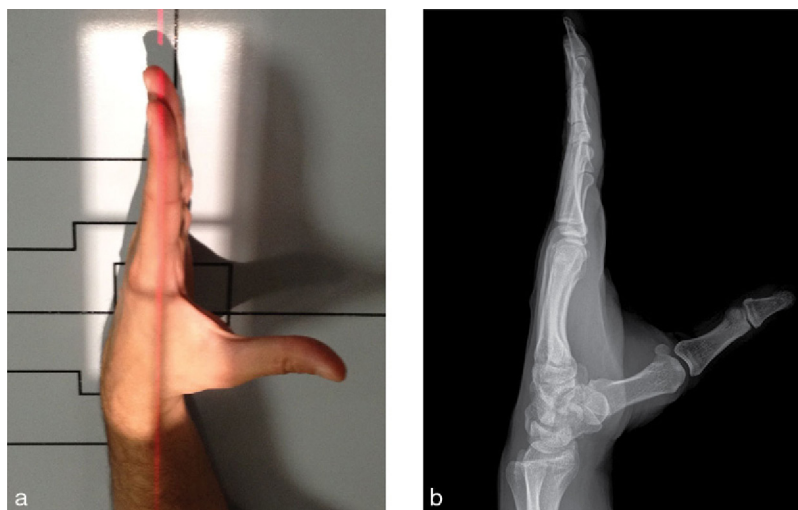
Radiographie de la main de profil strict.
